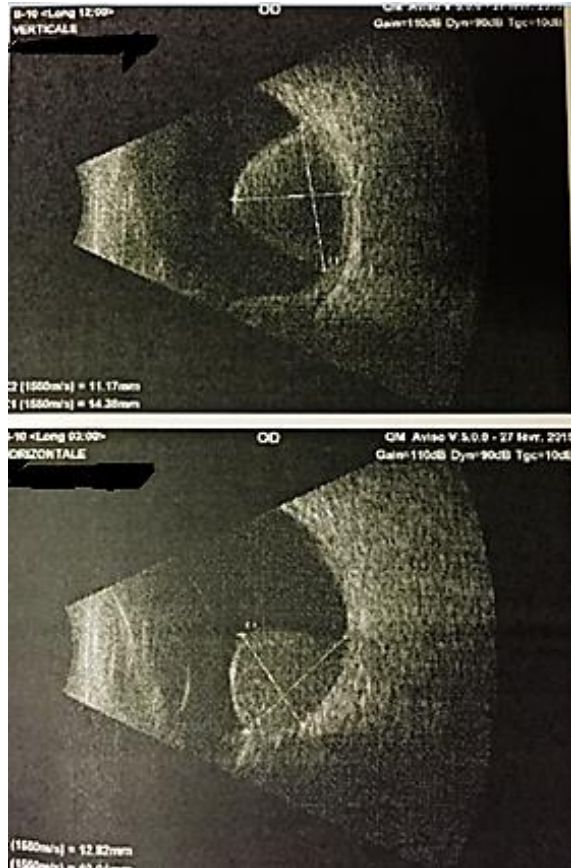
Cliché d'une échographie mode B à 10 MHz d'un mélanome choroïdien [17]
